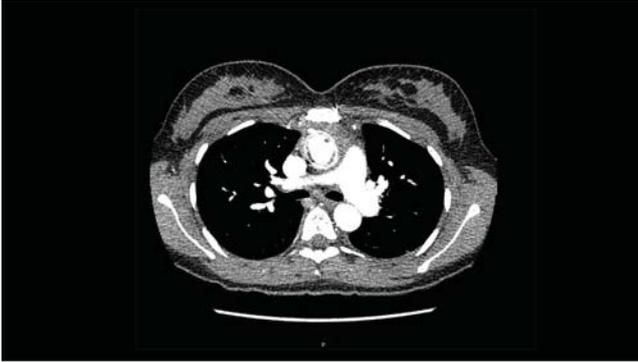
TC toraco-abdominal en el que se aprecia escasa cantidad de material trombótico a nivel de prótesis en aorta ascendente.
